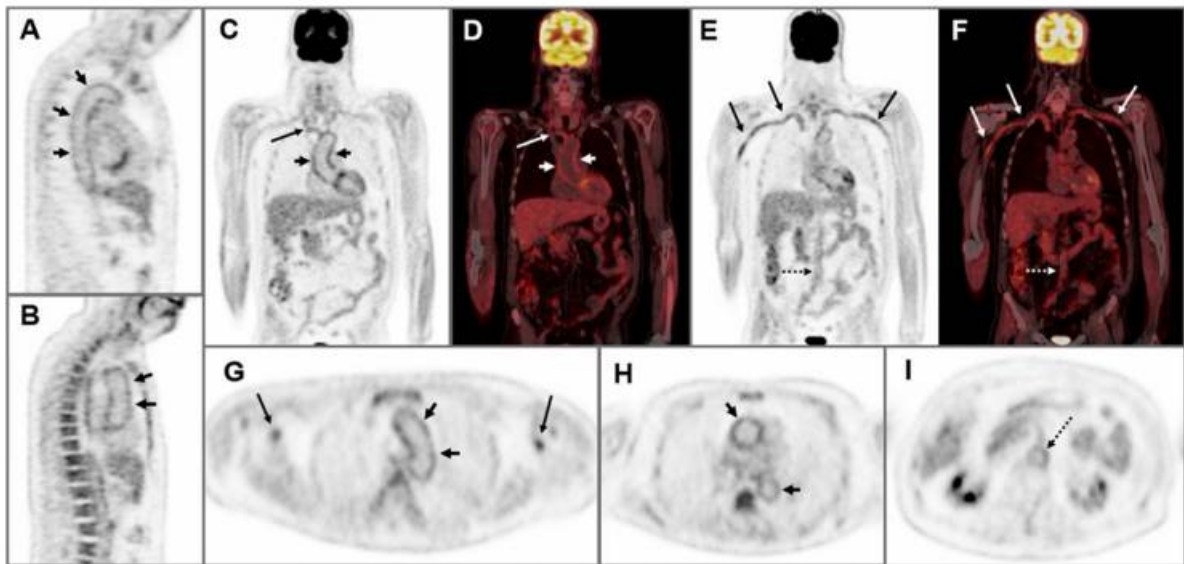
Un patient âgé de 63 ans ; (A, B) Images sagittales du TEP-scan ; (C-F) Images coronales du PET scan ; (G-I) Images axiales du PET scan. Ces images ont montré un hypermétabolisme de la paroi artérielle de l'aorte abdominale (flèche en pointillé) et de l'aorte thoracique (flèches courtes), ce qui suggère une vascularite des gros vaisseaux. BAT +. [88]
